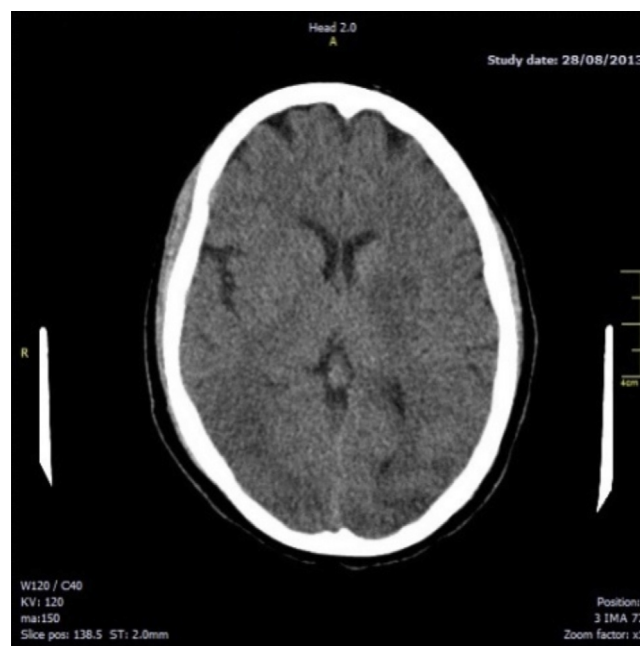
Tomografía cerebral simple que muestra cambios sugestivos de leucoencefalopatía posterior reversible.
